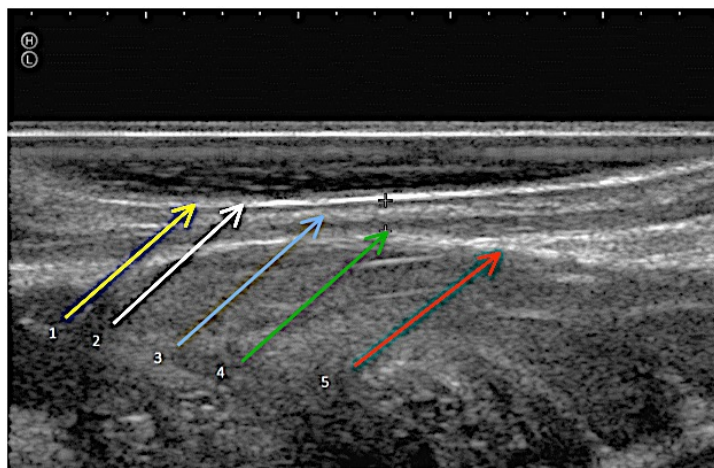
Стенка прямой кишки (+ +) с неизменной пятислойной структурой. ЭРУЗИ линейным датчиком.
